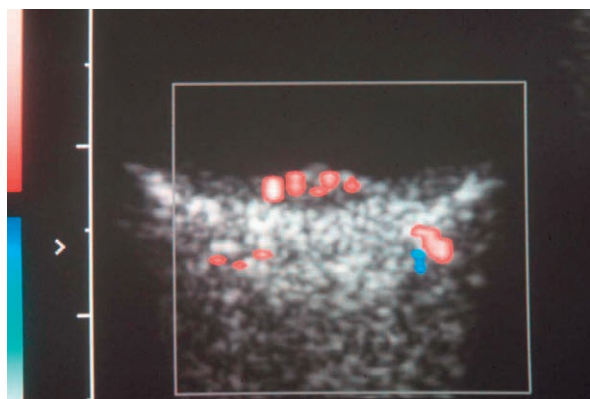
Mélanome de petite taille – écho-Doppler couleur, vascularisation de type I, sans correction d'angle : VSM = 8,5 cm/s et IR = 0,62.
